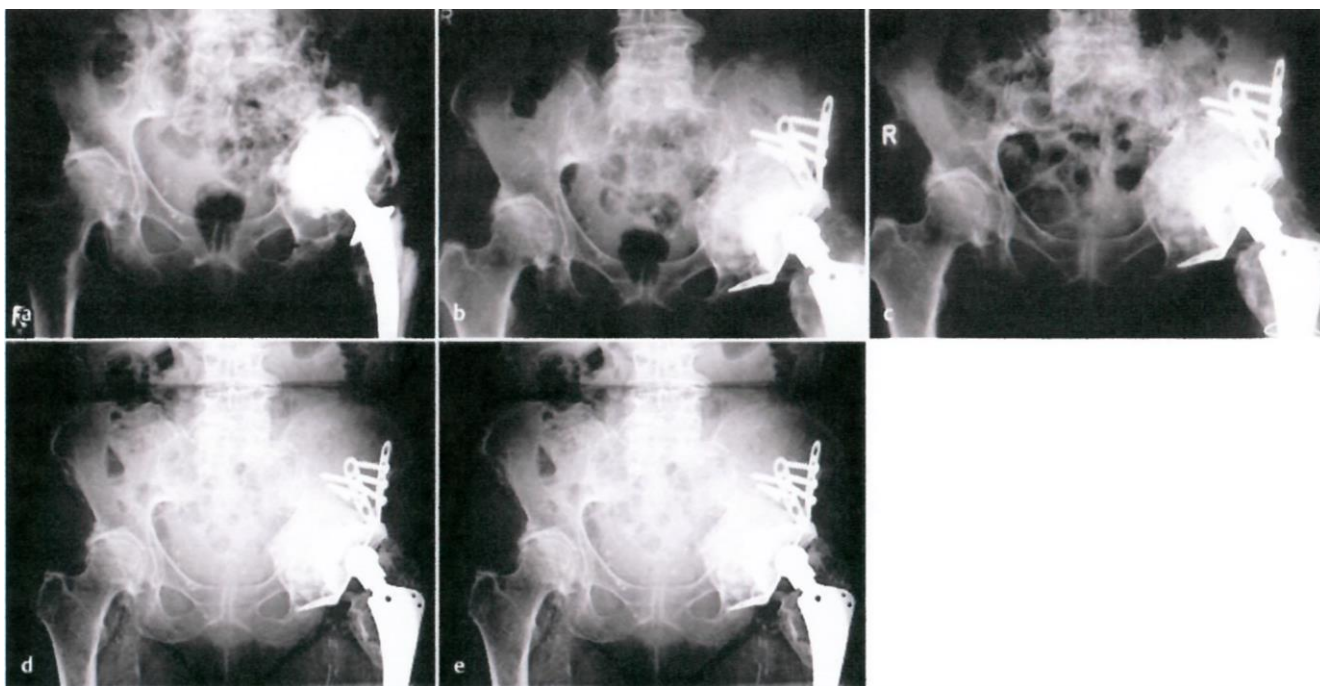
Рентгеновские снимки, отражающие ход реконструкции вертлужной впадины с помощью термически дезинфицированного, аллогенного губчатого вещества кости, заполняющего дефект, и соединения реконструкционным кольцом, имеющим наружный диаметр 64 мм. а Предоперационный рентгеновский снимок 85-летнего больного, страдавшего от невыносимой боли вследствие последующего асептического расшатывания (первая имплантация в 1977 г., ревизия чашки в 1986 г.) с нарушением целостности тазового кольца (степень 5 по Каттхагену). б Повторный рентгеновский снимок, сделанный через 3 месяца после реконструкции вертлужной впадины (операция проведена 26.06.1998), проведенной по описанной методике; больной мог передвигаться самостоятельно с полной нагрузкой и без боли в прооперированном суставе (примечание: фрагмент сломанного винта остался после первой имплантации).
